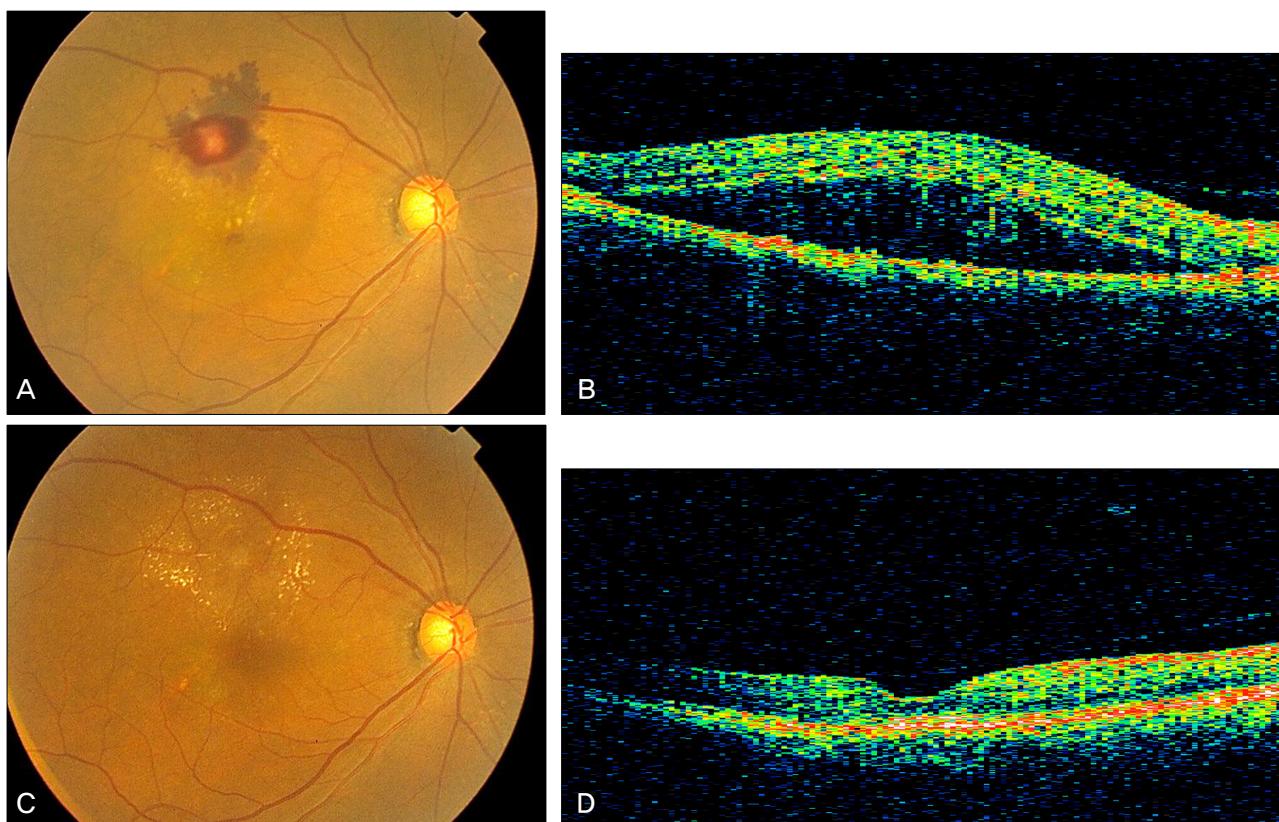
(A) The fundus photograph of case 1 at pre-injection of bevacizumab shows the edematous macula, retinal and subretinal hemorrhage, exudates at the posterior pole, associated a macroaneurysm in the supratemporal artery in his right eye. (B) The optical coherence tomography (OCT) image at pre-injection demonstrated a lot of subretinal serous fluid. (C, D) The fundus photograph and OCT image at 4 months after bevacizumab injection showed subretinal serous fluid, preretinal and subretinal hemorrhage were absorbed completely and small retinal hard exudates increased slightly.
